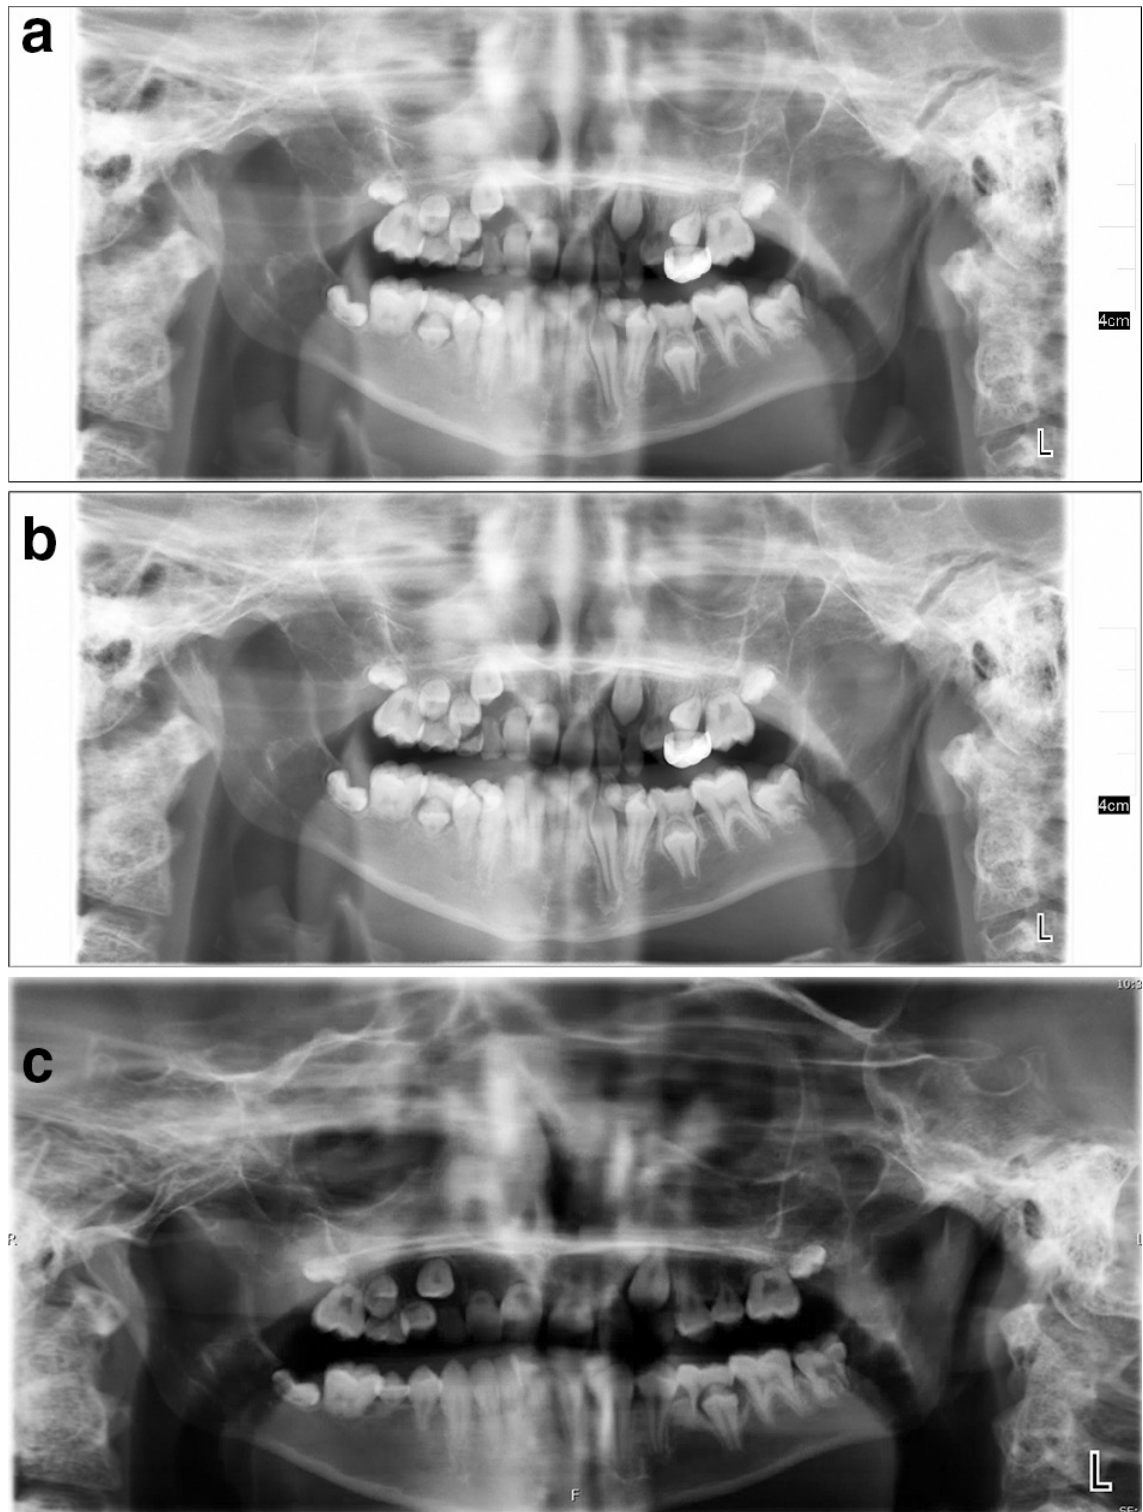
a : radiographie panoramique à l'âge de 5 ans et 11 mois, b : à l'âge de 9 ans et 1 mois, c : à l'âge de 16 ans et 4 mois (55).
